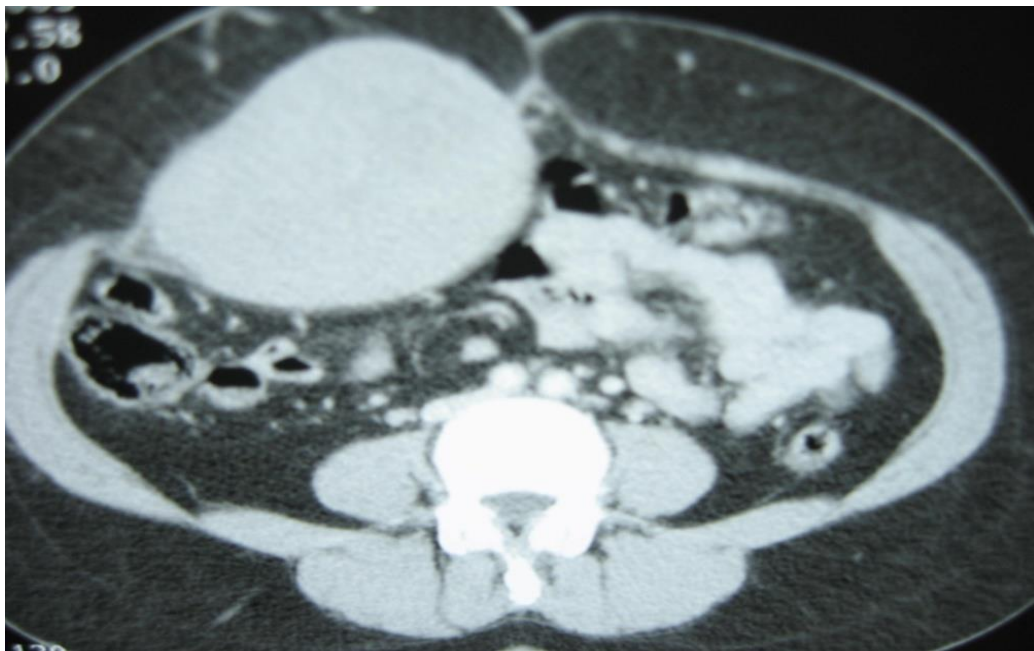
TDM montrant une masse du muscle grand droit de densité tissulaire homogène rehaussée par le PC[5]
